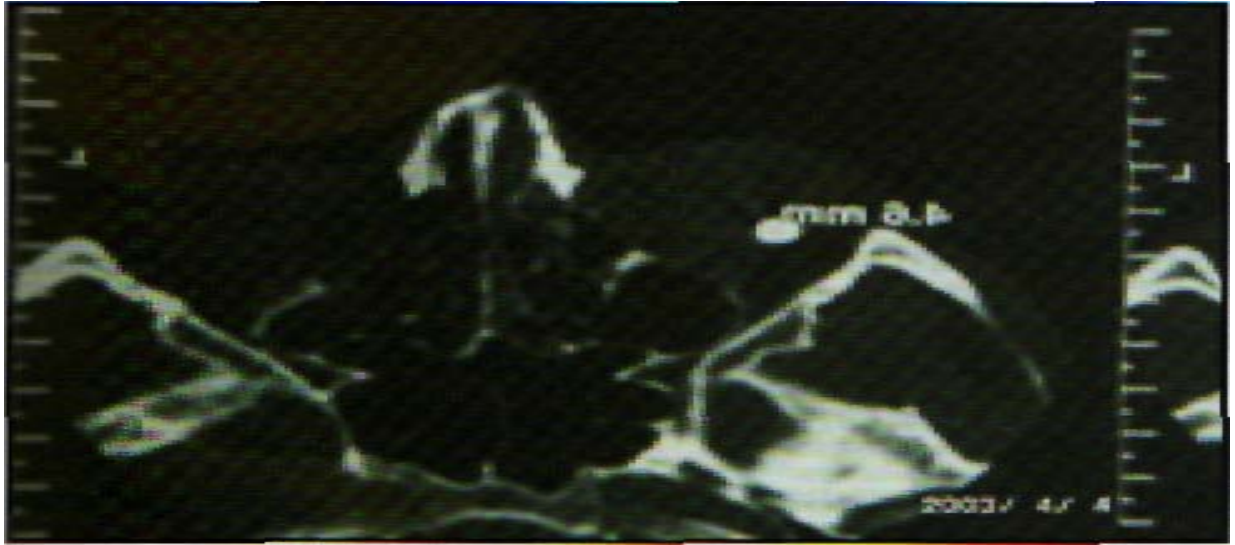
МР-томограмма. Иностранное тело в полости глазного яблока.
